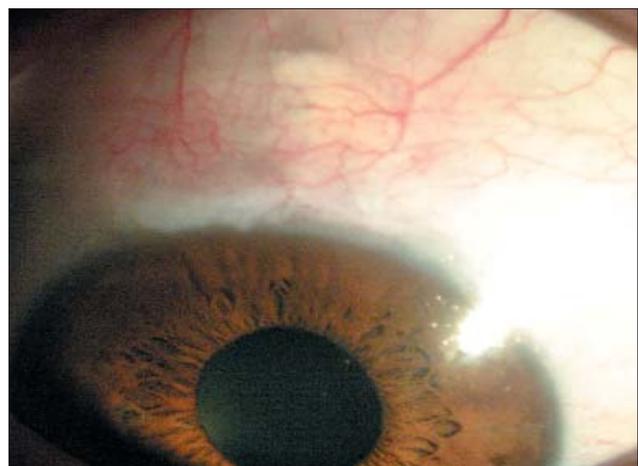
Формирование плоской васкуляризированной подушечки. Контакт ДКА с конъюнктивой не приводит к развитию его протрузии
